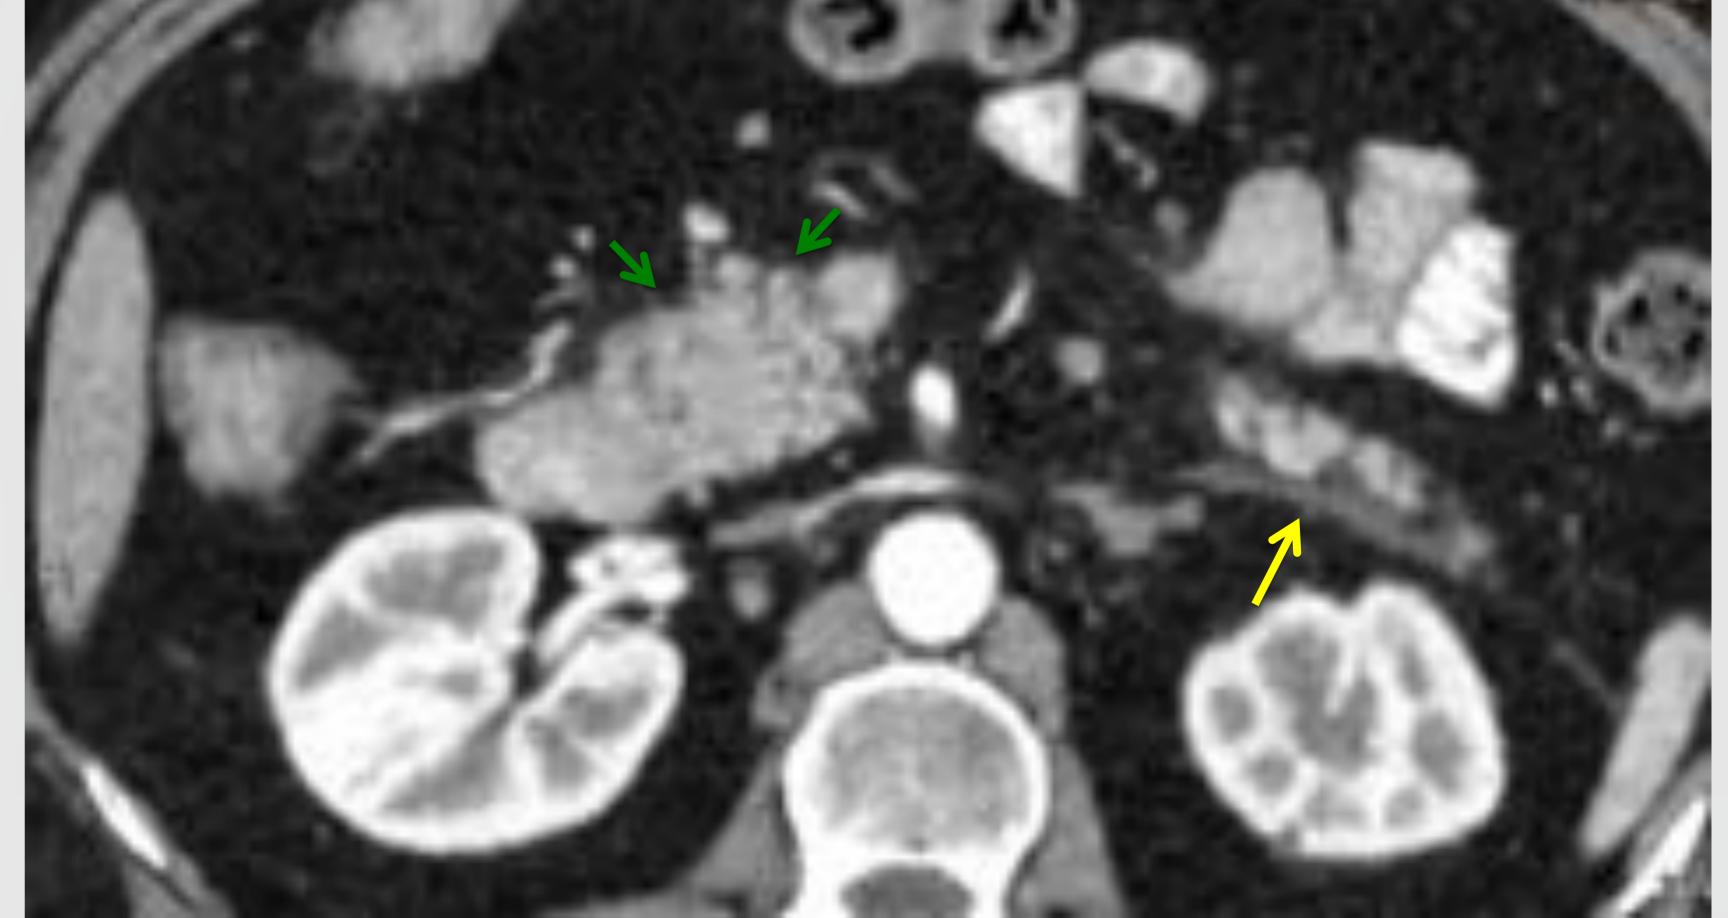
<u>PANCREATITIS</u>. Paciente que inicia tratamiento con NIVOLUMAB, tras el segundo ciclo presena elevación de enzimas pancreáticas aunque se mantiene asintomático. En el control con TC con contraste IV, se aprecia leve engrosamiento difuso y edematoso del páncreas (flecha verde, con lengüetas de líquido pancreático. Se suspende un ciclo de NIVOLUMAB, hasta normalizar la analítica y el paciente continúa en tratamiento.
